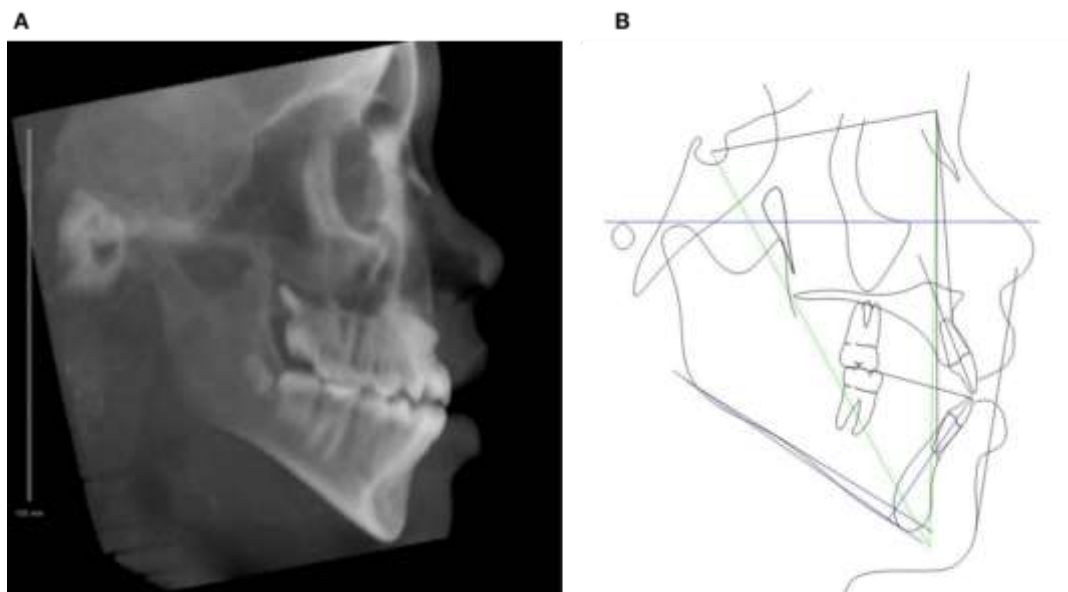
A, Pretreatment cephalometric x-ray. B, Pretreatment cephalometric tracing. Black, blue and green lines indicate Steiner, Tweed, and Downs analysis respectively
